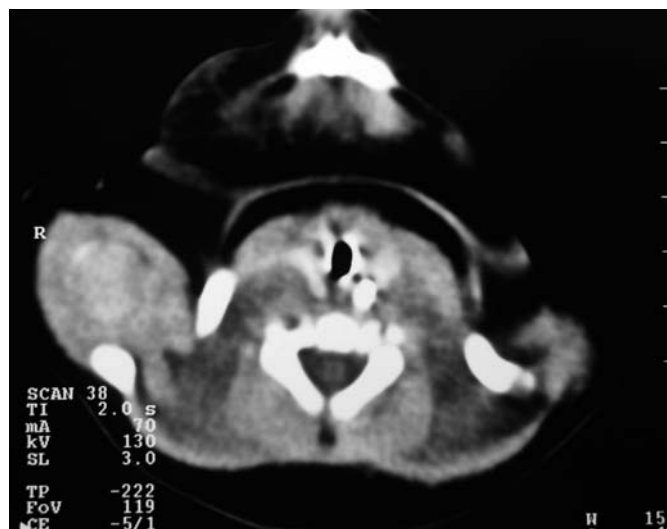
Figura - Caso 1: Tomografia computadorizada cervical- espessamento dos tecidos moles retro-auriculares e densificação do tecido celular subcutâneo da região latero-cervical direita.
